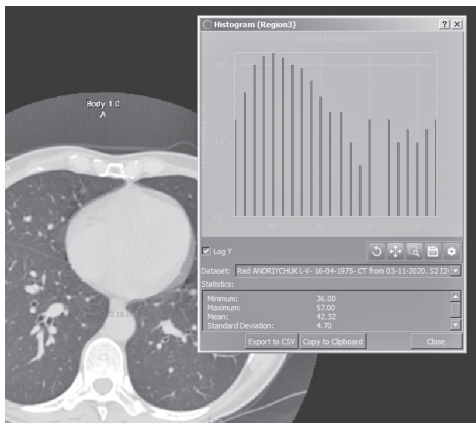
Гістограма ділянки лівої легені зрізу КТ ОГК здорової людини, виконана із застосуванням програми Dragonfly
